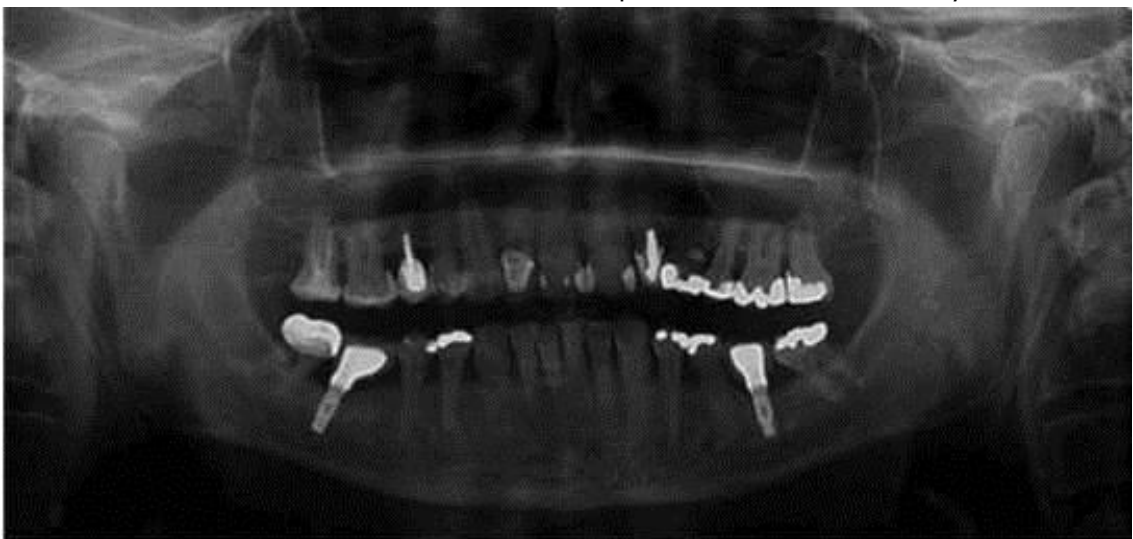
Radiografía panorámica. Muestra de la osificación del ligamento estilohioideo.
